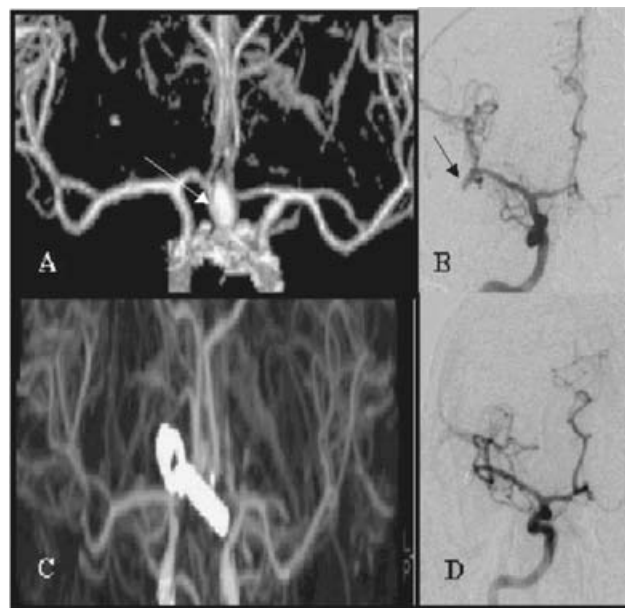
Ejemplos de aneurismas intracraneales tratados en el estudio. Angio TC caso 20 preoperatorio (A) y posoperatorio (C). Angiografía Seldinger por punción femoral y sustracción digital caso 3 preoperatorio (B) y posoperatorio (D). Flecha indicando el aneurisma.
